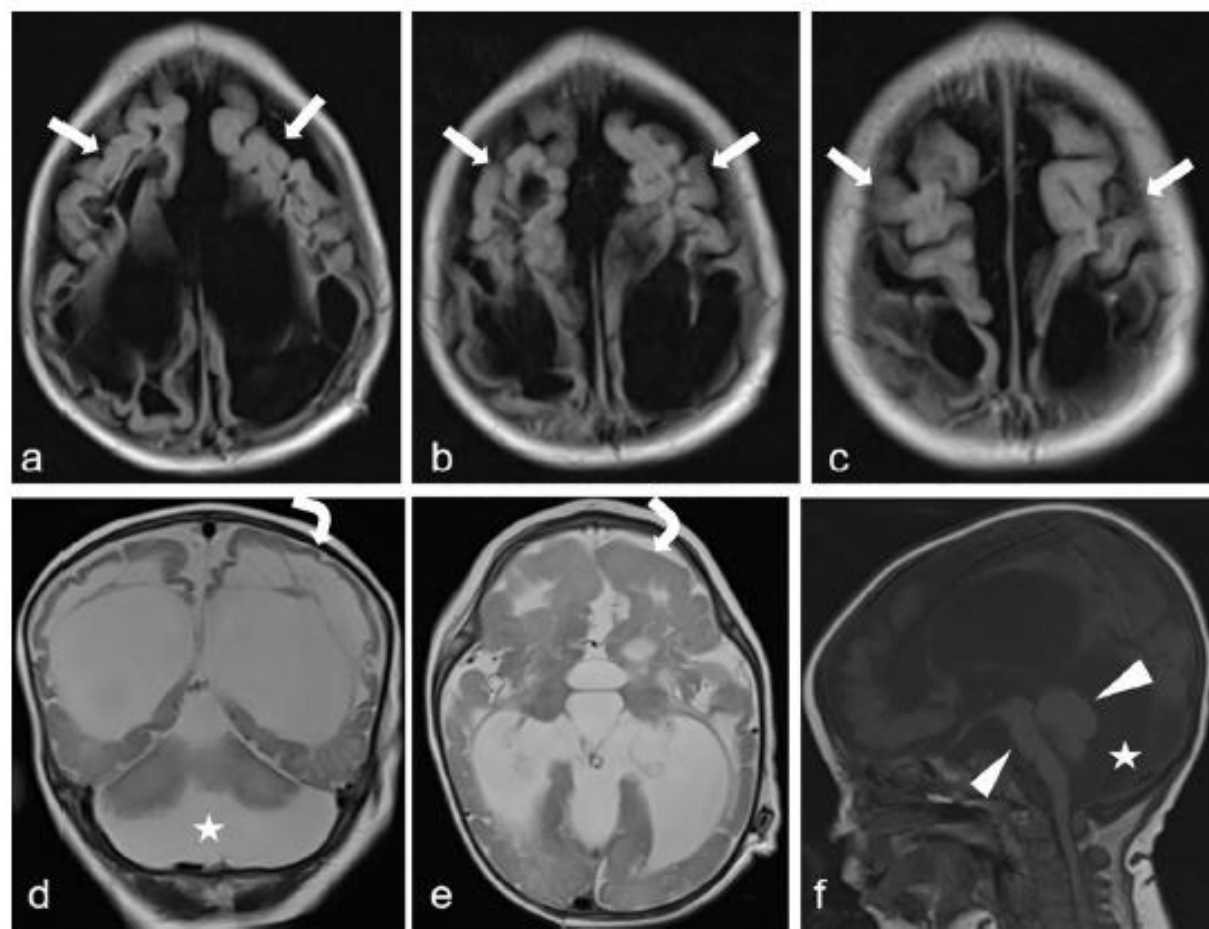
Axial fluid-attenuated inversion recovery (A–C), T2-weighted coronal (D) and axial (E), and T1-weighted sagittal (F) sequence of magnetic resonance images show polymicrogyria (arrows), agyri (curved arrows), brainstem-cerebellar atrophy (arrowheads), and enlargement of the retrocerebellar cyst (stars).
